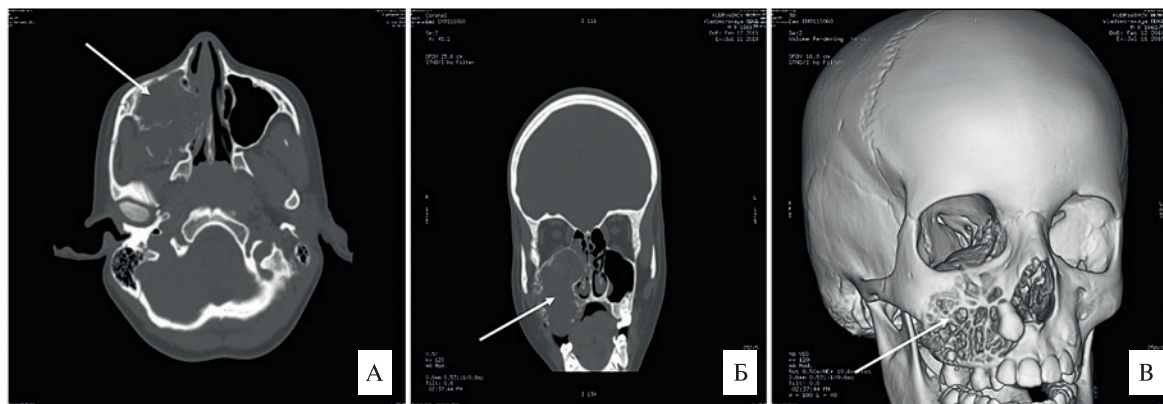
КТ пациента до операции
